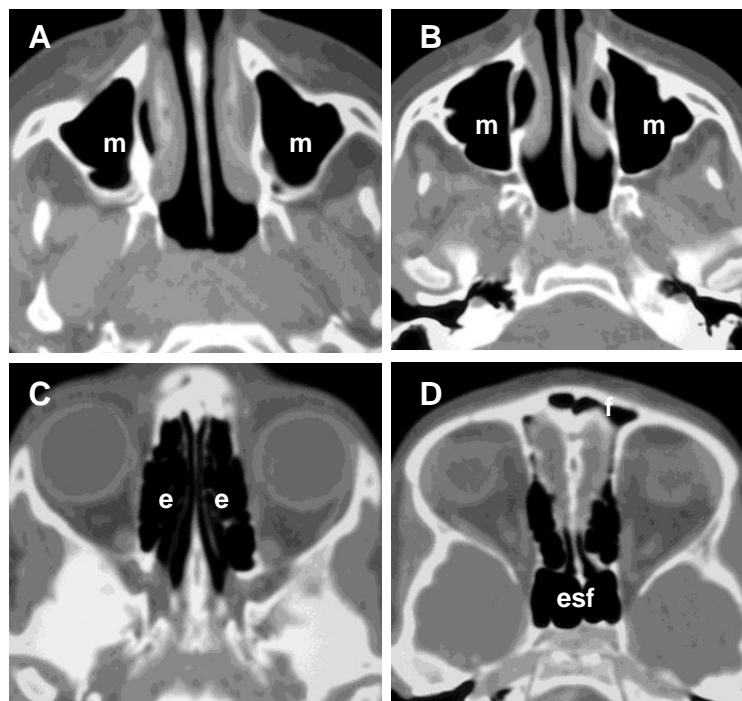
(A-D). Cortes axiais do exame de TC. A e B são os cortes adicionais para os seios maxilares (m); C e D fazem parte do protocolo padrão e incluem os seios etmoidais (e), frontais (f) e esfenoidais (esf.).
